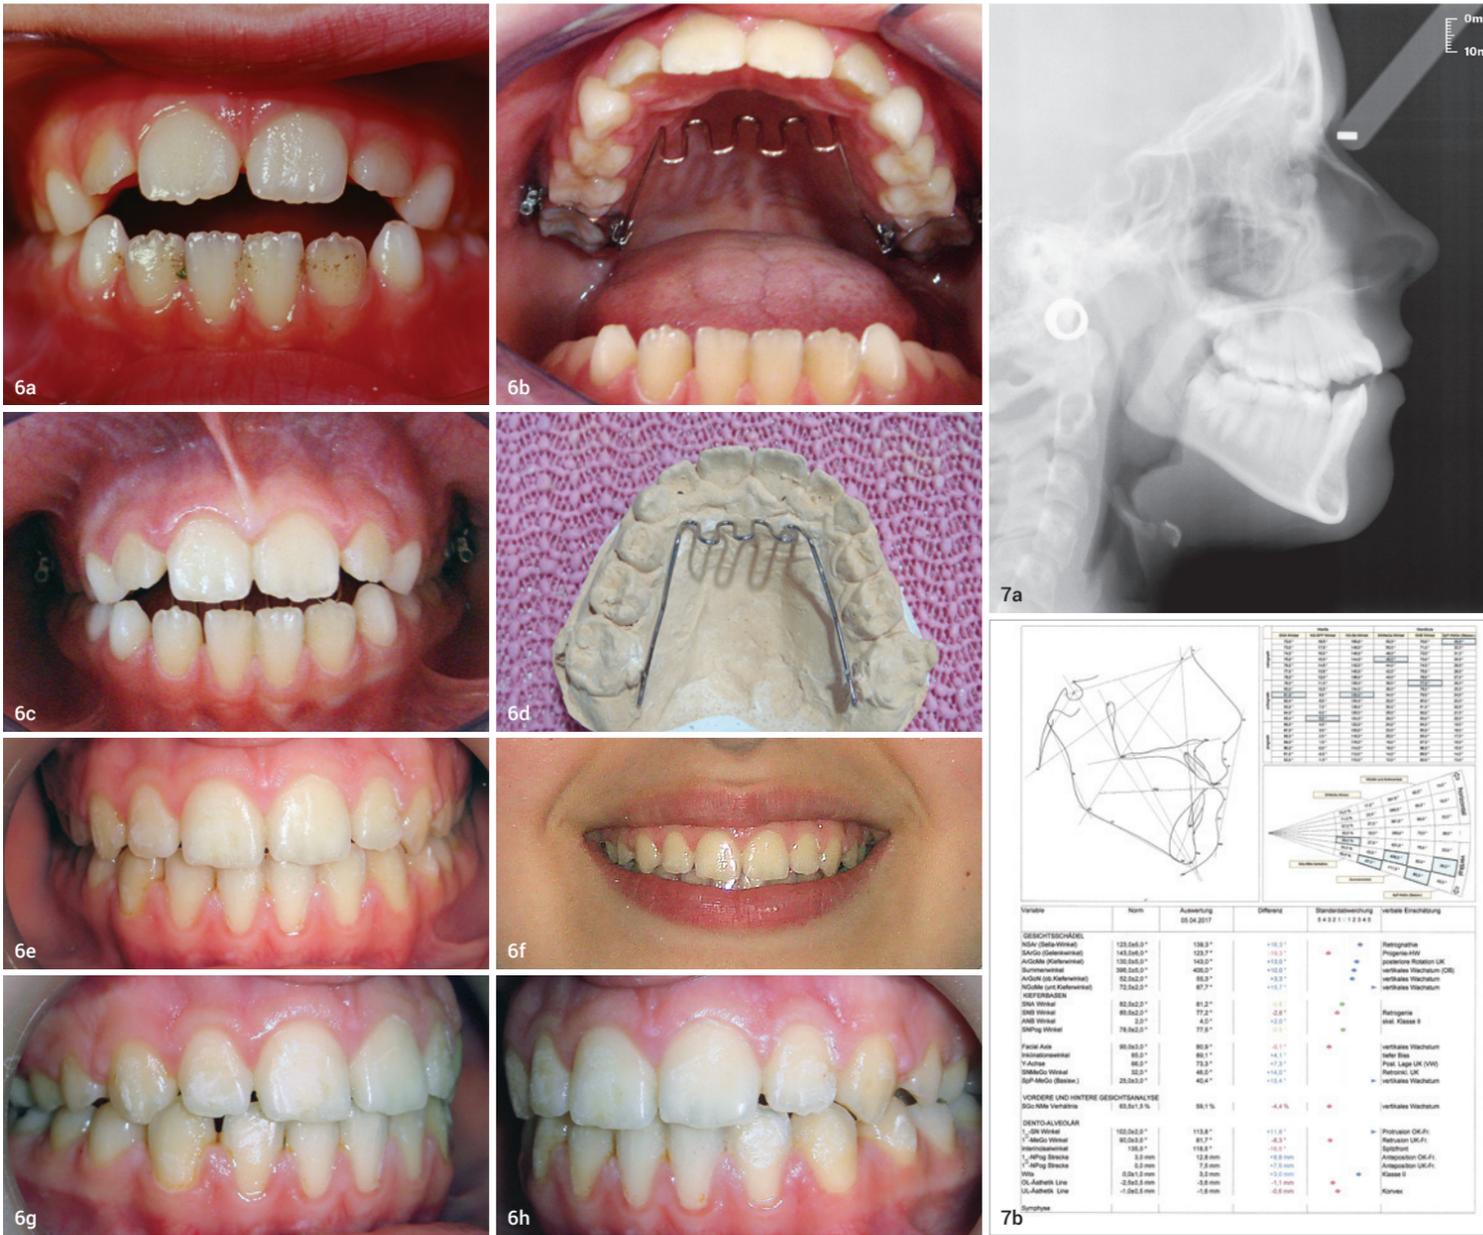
Behandlungsverlauf: Frontalaufnahme des offenen Bisses (a), das Zungengitter nach der Befestigung auf den Zähnen 16, 26 (b), nach sechs Monaten Behandlung mit dem Zungengitter auf den Frontzähnen (c), Zungengitter auf dem Modell (d), Abschluss der Behandlung (frontal) nach zwei Jahren (e), Lächeln der Patientin (f), Okklusion rechts (g), Okklusion links (h). Abb. 7a und b: Fernröntgenaufnahme einer 14-jährigen Patientin mit einem gnathisch offenen Biss (a), Analyse der Fernröntgenaufnahme (b).
